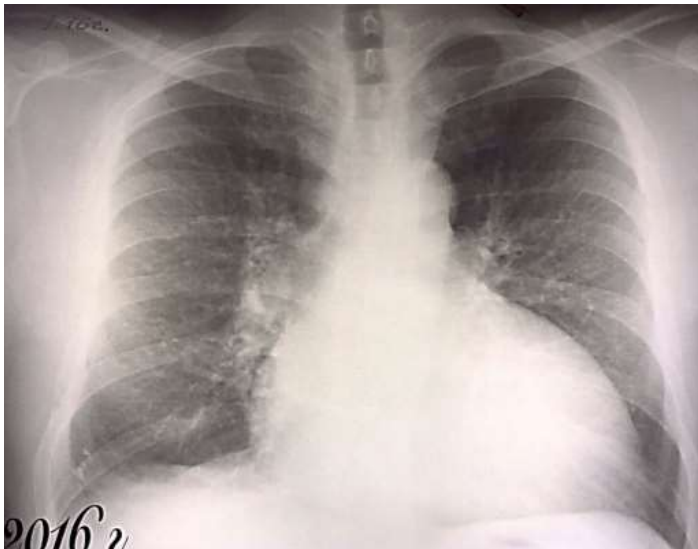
Обзорная рентгенограмма грудной клетки пациента Е
